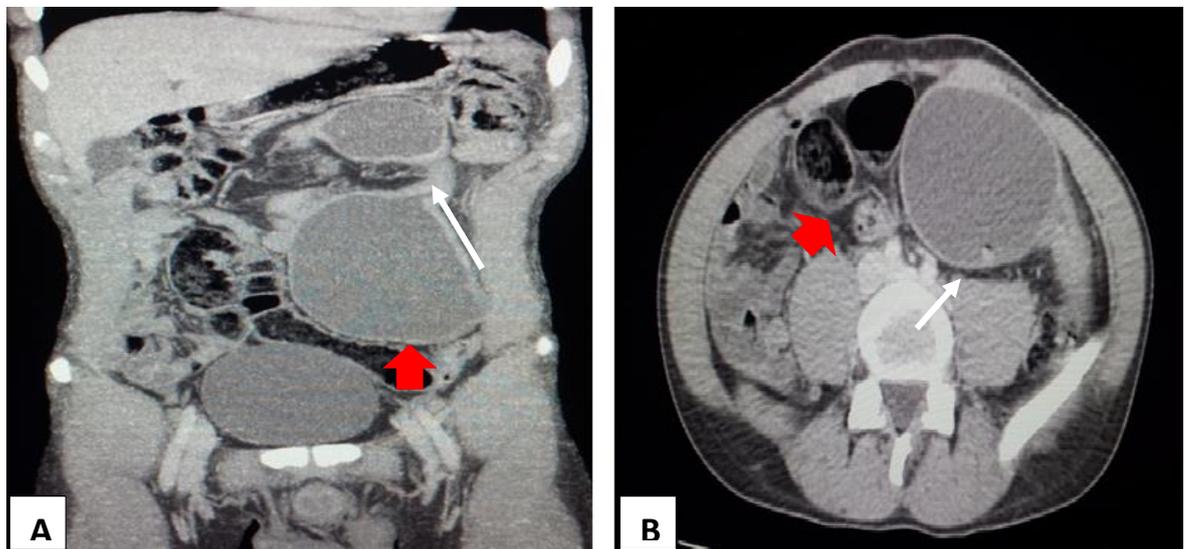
Entero-TC com preparo com polietilenoglicol demonstrando estenose (seta) e dilatação (seta vermelha), nas imagens coronal (A) e axial (B).
